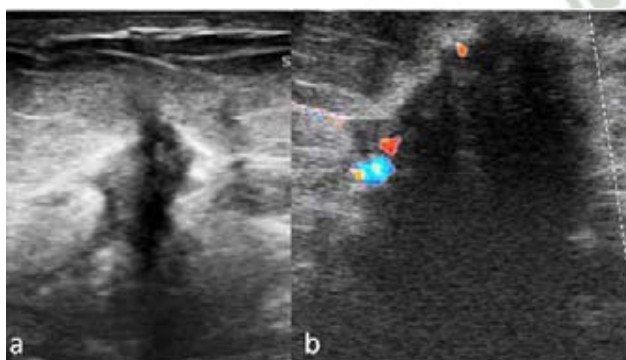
(a) Masas hipoeoicas de márgenes espiculados con sombra acústica posterior; (b) el Doppler muestra su vascularidad.
